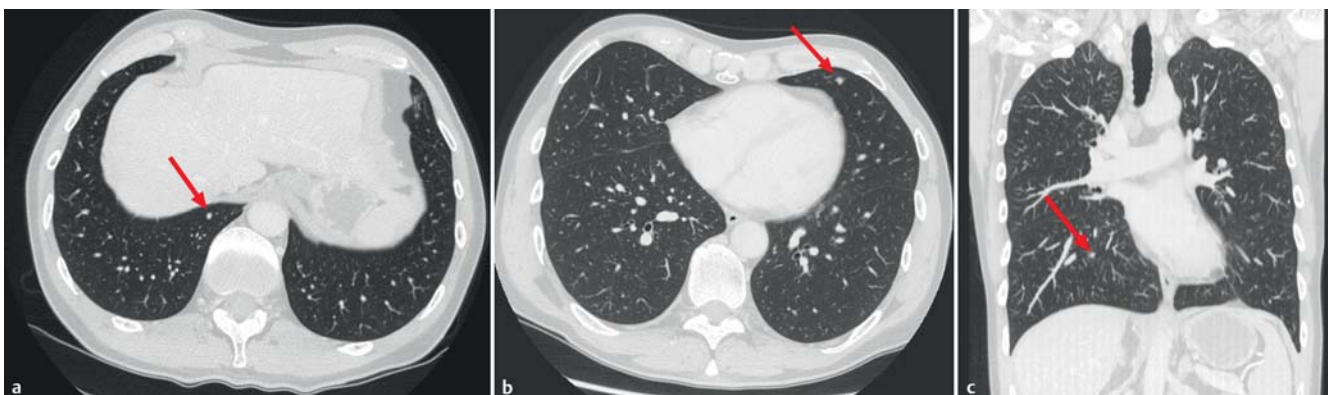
a – c Pulmonale Filiae (CT vom 09/2013) vor Therapiebeginn mit Vemurafenib.
